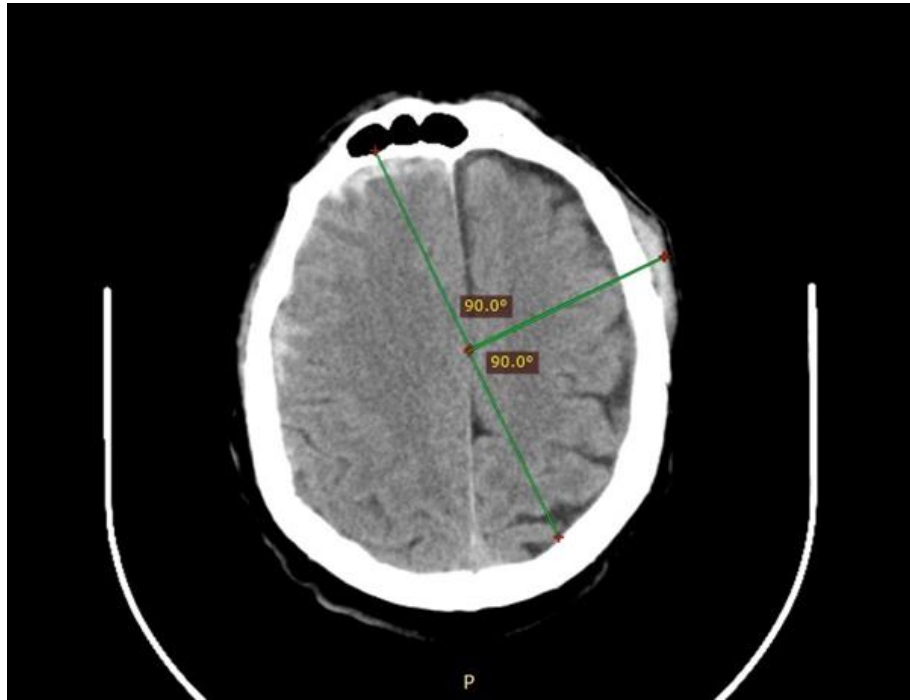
КТ голови демонструє місце травми голови та градусні розрахунки для визначення ударних та протиударних забоїв.
